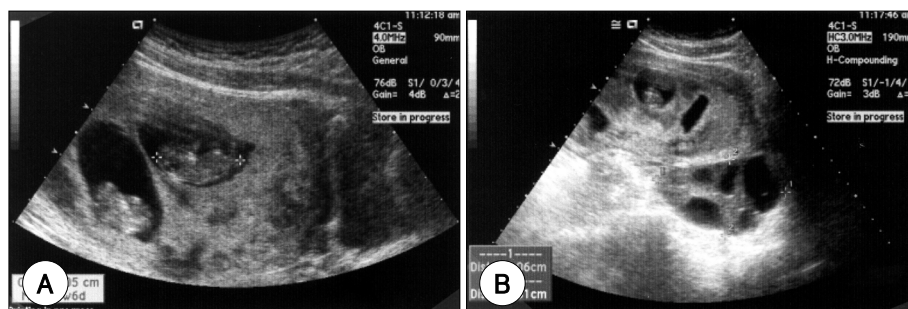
A: gynecologic ultrasonography showed the twin, IUP at 9 weeks. B: gynecologic ultrasonography showed 9.06×5.31 cm sized hyperstimulated ovary (Rt. side).
